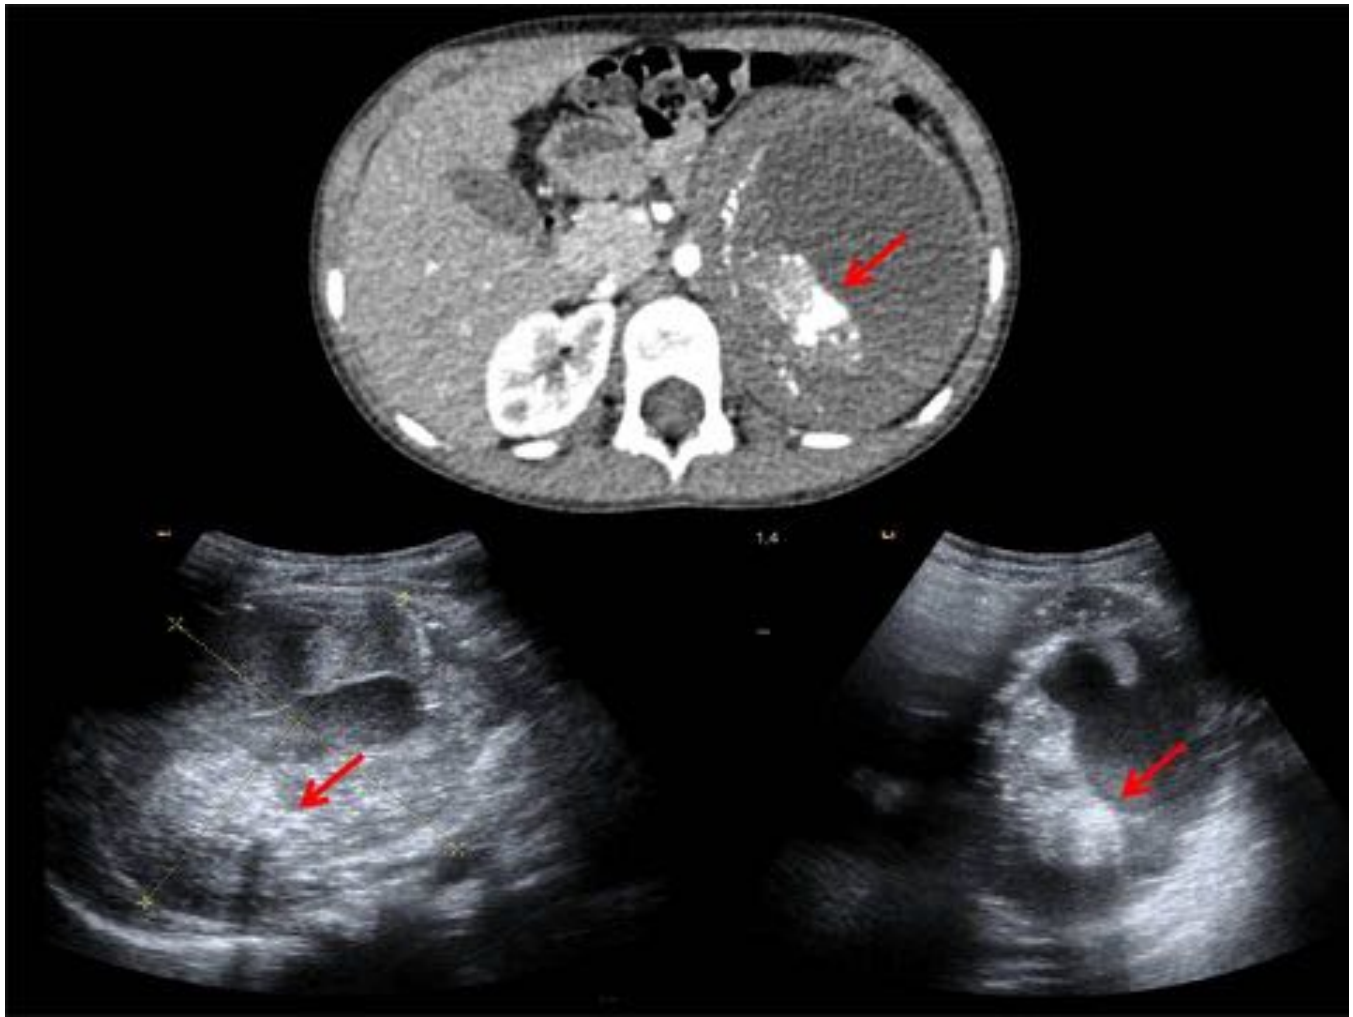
Paciente de 5 años con hallazgo de voluminosa masa suprarenal izquierda hipodensa con múltiples calcificaciones groseras en su interior que se visualizan también en ecografía (flechas rojas) , hallazgo característico del neuroblastoma respecto a otros tumores de origen neural como el ganglioneuroma.
